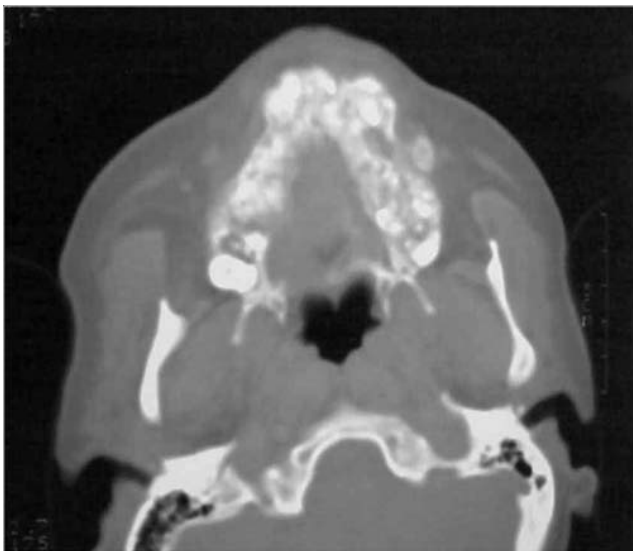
Fibrous dysplasia of the maxilla. Unenhanced computed tomography (CT) scan reveals irregular resorption and fragmentation of dental roots included in the osteoid matrix.
